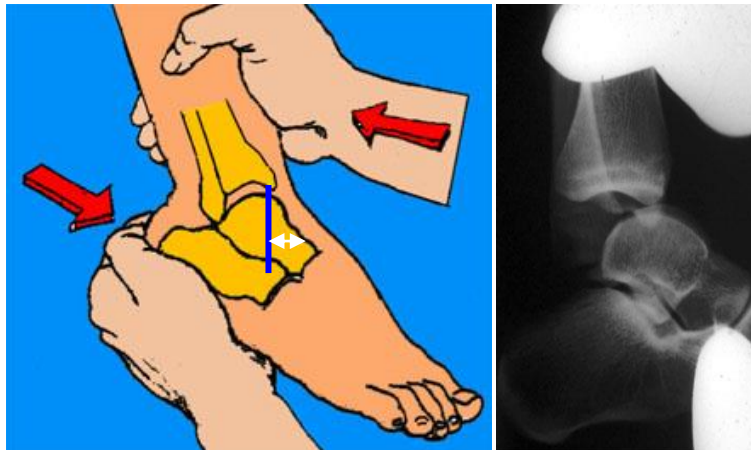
Radiografie de profil a gleznei în poziție menținută de sertar anterior
